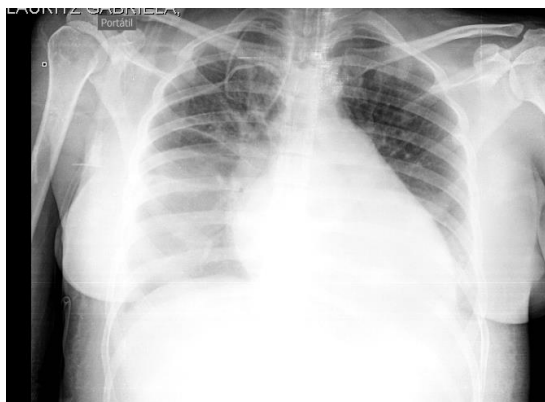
Radiografía de tórax donde se evidencia cardiomegalia y borramiento de ambos ángulos costodiafrágicos.
